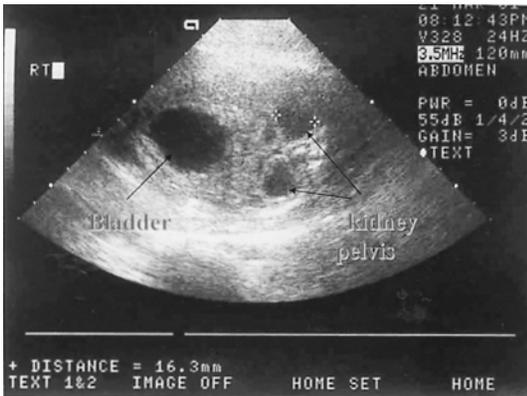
Fetal ultrasonogram at diagnosis; dilated renal pelvis and the bladder of keyhole appearance.
